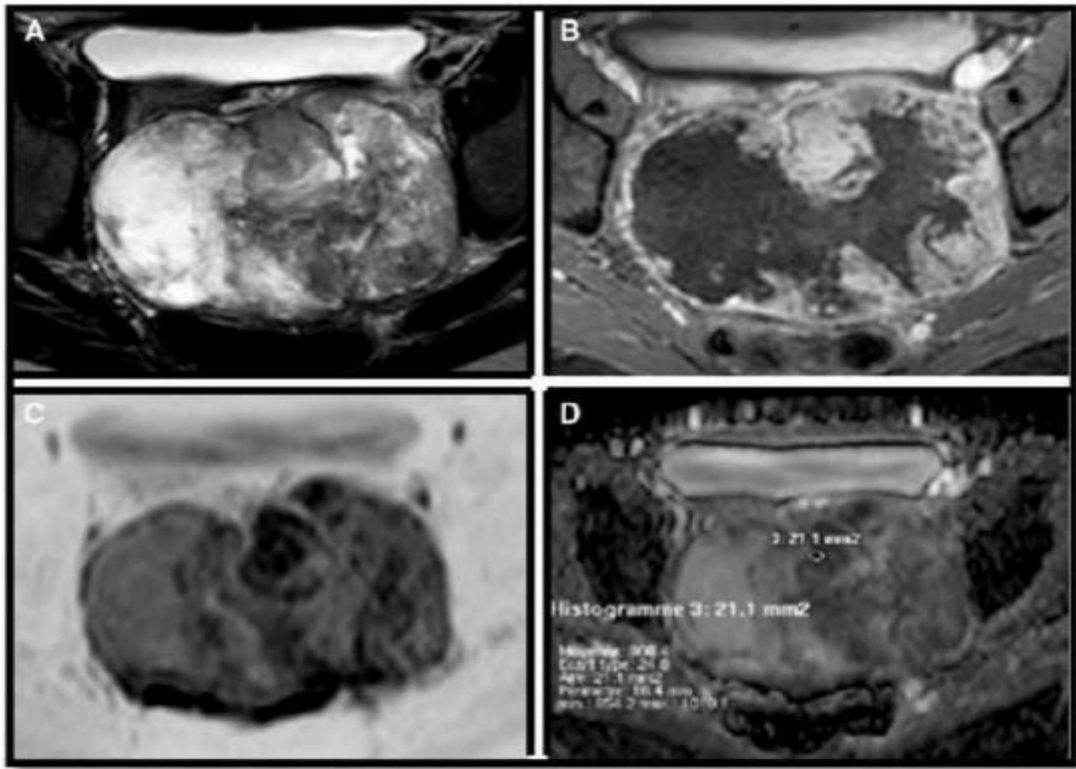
Aspect d'un sarcome utérin à l'IRM de diffusion : Volumineux sarcome utérin. Hétérogène en T2 en raison de l'abondance de la nécrose (A); La portion charnue périphérique prend le contraste en T1 3D après injection de chélate de gadolinium (B) et fait l'objet d'une restriction de diffusion sur la DWIBS (b 1000) avec inversion de l'échelle de gris (C) ; ADC mesuré à $0,980 \pm 0,248 \times 10^{-3} \text{ mm}^2/\text{s}$ sur la cartographie (D). [147]
